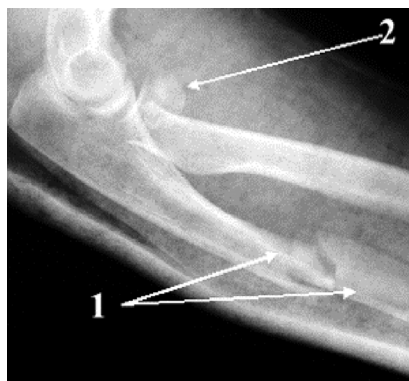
Стандартная рентгенограмма левого локтевого сустава и предплечья в боковой проекции: 1) смещение отломков кпереди на 1/2 толщины диафиза, края отломков неровные, четкие, диастаз между ними 1—2 мм, 2) деформированная головка лучевой кости
